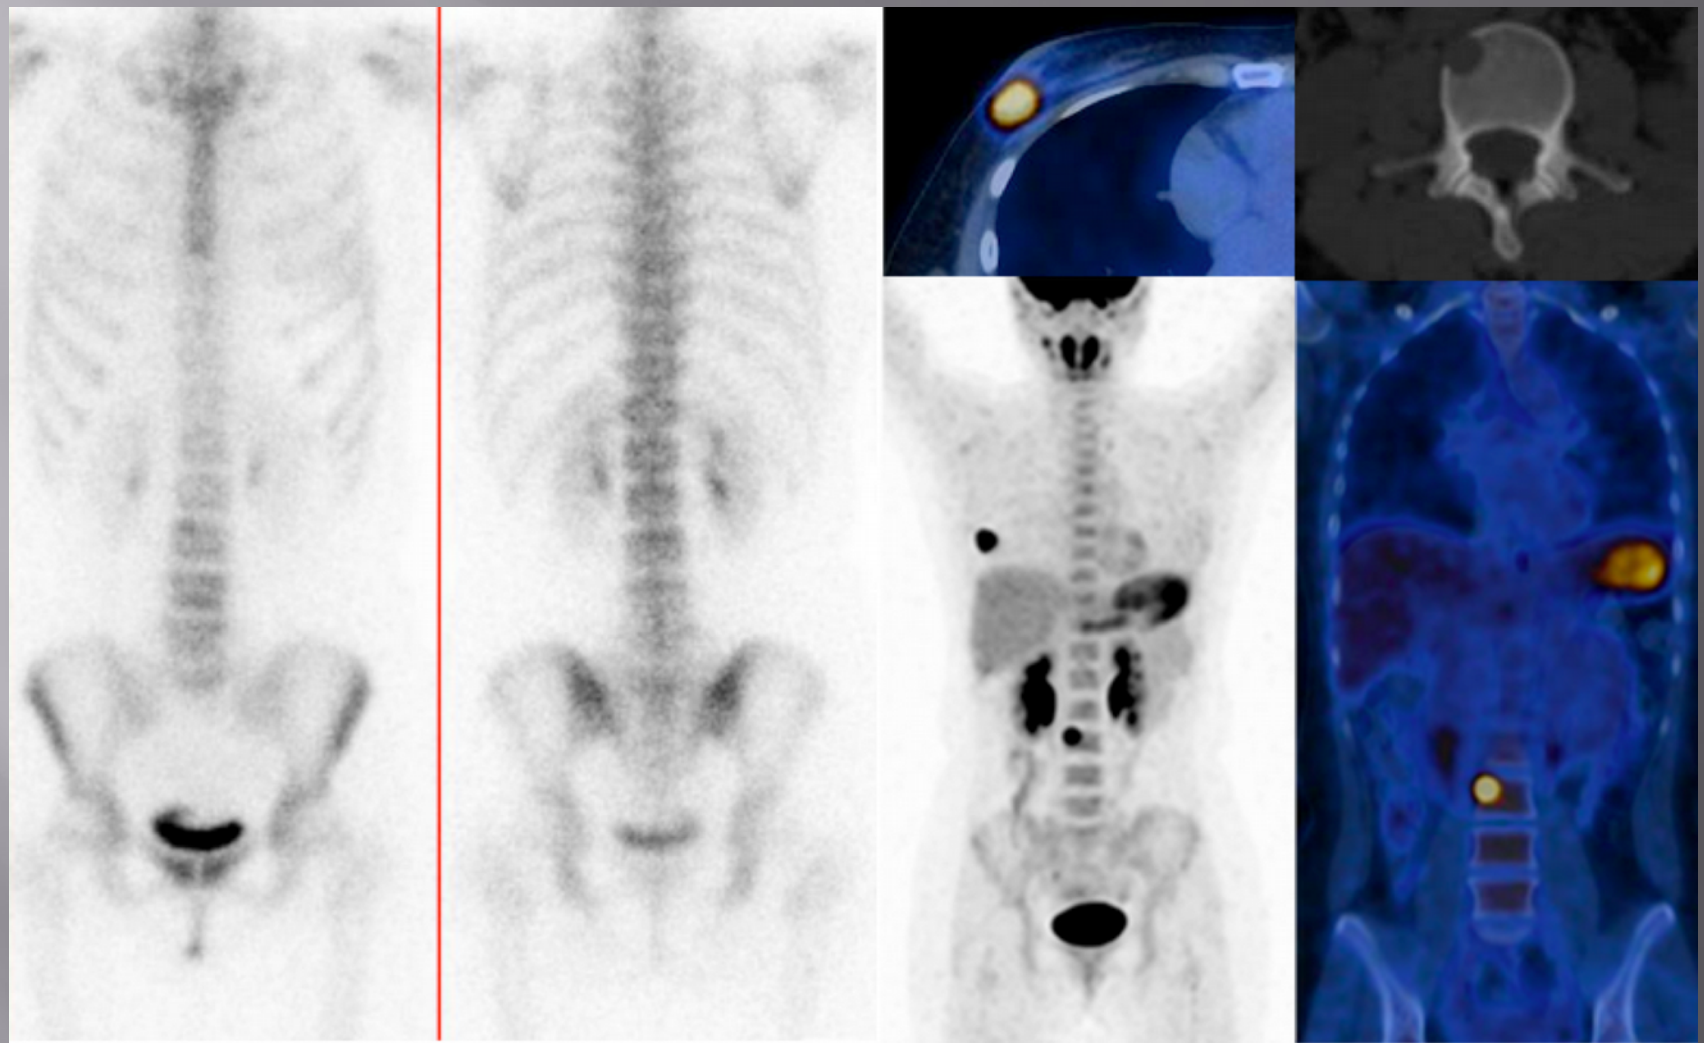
Bone scan (A) and PET/CT (B) findings in patient with clinical T4bN0 (stage IIIb), estrogen receptor–positive, progesterone receptor–positive, HER2–negative, grade 3 invasive ductal carcinoma of right breast. PET/CT showed primary tumor and depicted lytic metastasis of vertebral body of L3. MR imaging confirmed bone metastasis (not shown). Bone scanning was falsely negative (slight heterogeneity of upper border of L3 was considered suggestive of arthrosis).
